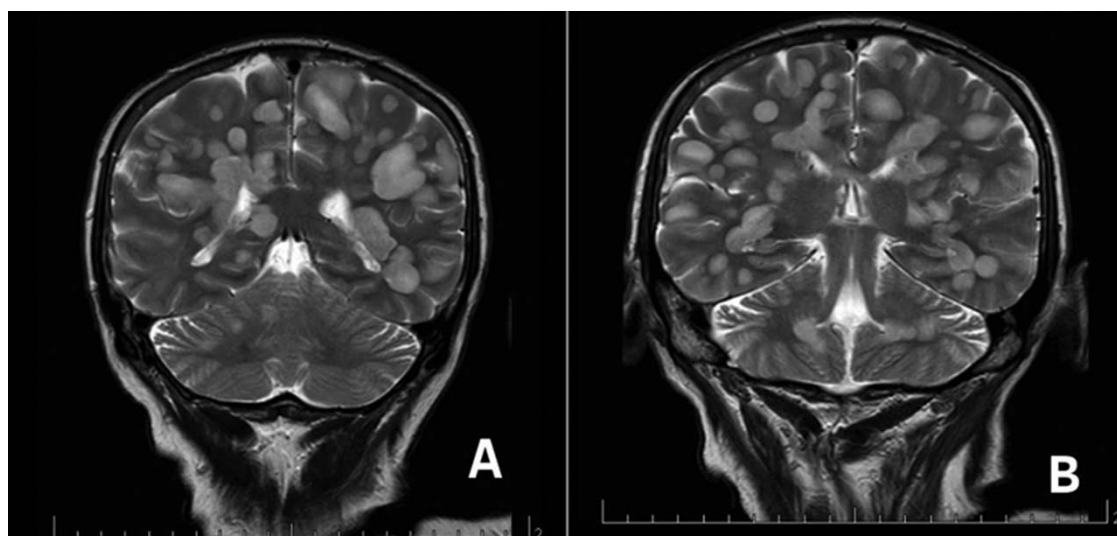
МРТ головного мозга на 8-й день от появления первых жалоб: А — фронтальный срез через червь мозжечка, T2-режим; В — фронтальный срез через верхние ножки мозжечка, T2-режим. Очаги гиперинтенсивные на T2-взвешенных изображениях и FLAIR, умеренно гипоинтенсивные в T1-взвешенных изображениях перивентрикулярно, субкортикально, в полушариях большого мозга и мозжечка
